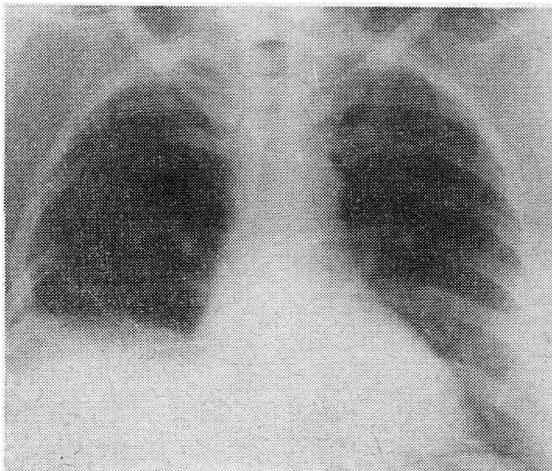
Radiografía postoperatoria 6 años después de la lobectomía.
